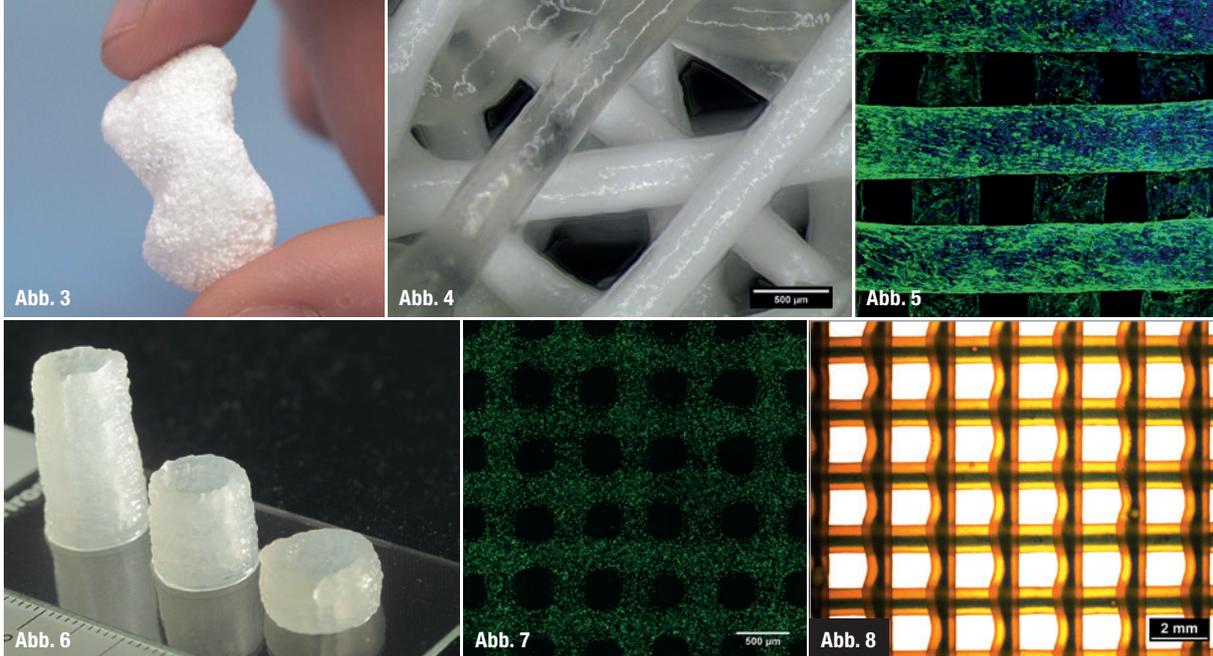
Das dargestellte Kahnbein wurde aus einem CT-Datensatz einer Hand gefiltert und mithilfe eines Kalziumphosphatzements gedruckt. Abb. 4: Im dargestellten Fall wurde ein wasserreiches Hydrogel neben Kalziumphosphatzementstränge gedruckt, um einwandernde Zellen mit Wachstumsfaktoren und Proteinen zu versorgen. Abb. 5: Das Strukturprotein Aktin, welches die äußere Form von Zellen verrät, wurde angefärbt. Die Färbung zeigt die hohe Cytokompatibilität gedruckter Kalziumphosphatscaffolds. Abb. 6: Scaffolds, die aus einem für Zelldruck geeigneten Hydrogel erzeugt wurden. Abb. 7: Biodruck von Zellen. Jede lebende Zelle ist grün angefärbt. Abb. 8: Biogedruckte Scaffolds sollen die Einheilung fördern, u. a. indem sie die Nährstoffversorgung erhöhen. In einem innovativen Ansatz können Kern-Mantel-Strukturen gedruckt werden, indem jeder Strang einen zellulären Kern (hier blau angefärbt) besitzt, der umliegendes Gewebe unterstützt.
